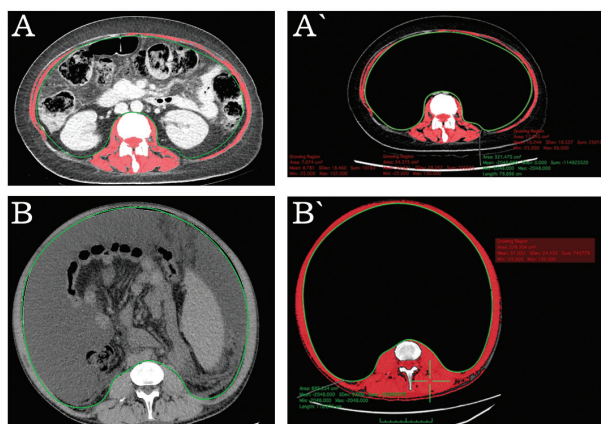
Сегментационный компьютерно-томографический анализ изображений на уровне L3 у пациентов разных этиологических групп. А (до сегментации), А' (после сегментации) – Пациентка 49 лет, с криптогенным циррозом печени, осложненным саркопенией. СТР функциональный класс «С». MELDor. 11. ИМТ 28. Muscle Area 51,7; ИСМ 18,3. В (до сегментации), В' (после сегментации) – Пациент 41 года, с циррозом печени в исходе HCV инфекции без саркопении. СТР функциональный класс «С». MELDor. 25. ИМТ 25. Muscle Area 225; ИСМ 67,9
